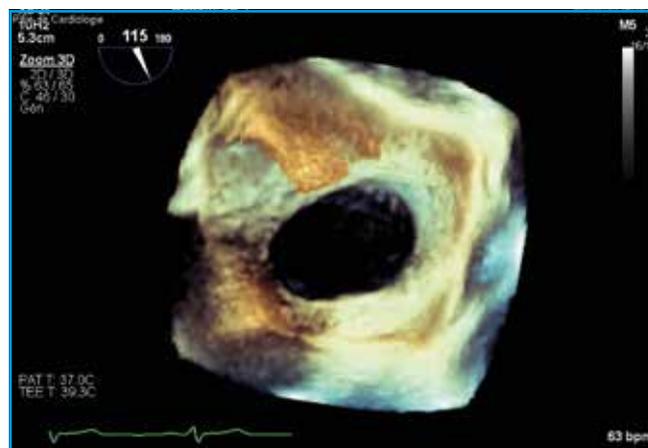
Même patiente que figure 5. Échographie transœsophagienne : zoom 3D. Vue en face du SIA à partir de l'OG : CIA ovale, à bons rebords, sauf rétro-aortique.
